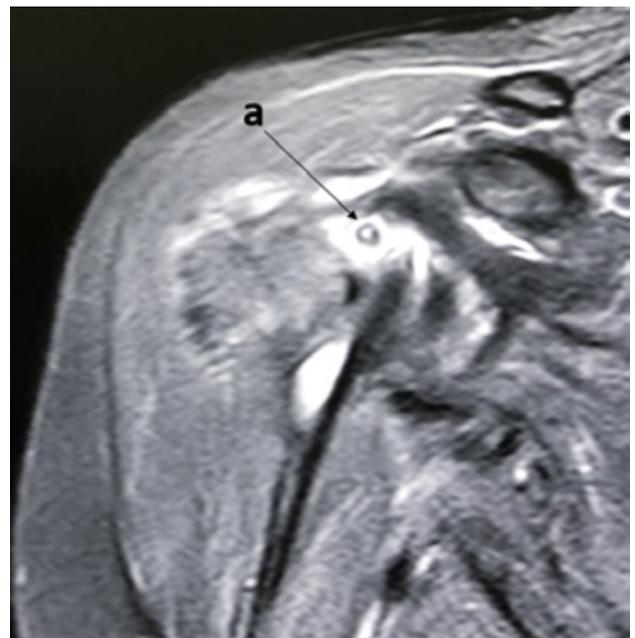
Resonancia magnética en corte coronal. a) Obsérvese porción larga del bíceps medializada.
